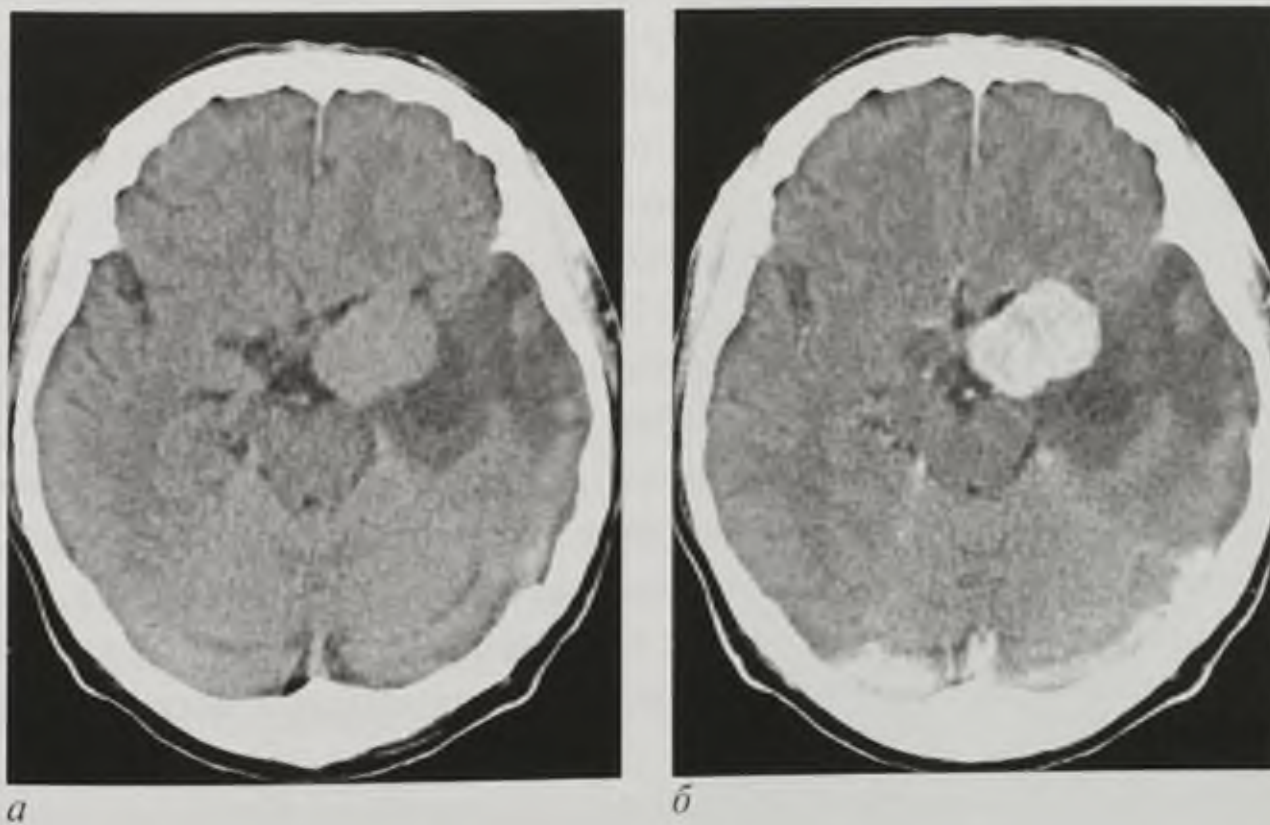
Компьютерные томограммы в аксиальной плоскости до (а) и после (б) введения контрастного вещества. Менингиома большого крыла клиновидной кости слева. Определяется равномерное интенсивное повышение плотности менингиомы
